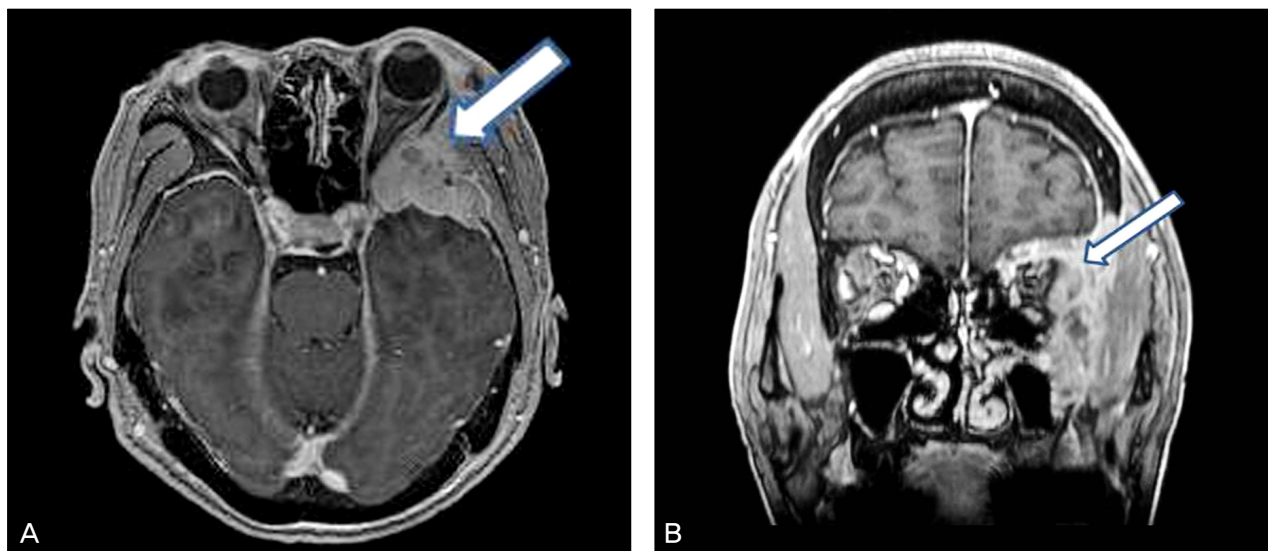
Preoperative axial (A) and coronal (B) MR image shows enhancing periorbital mass (arrow) markedly compressing the optic nerve.
